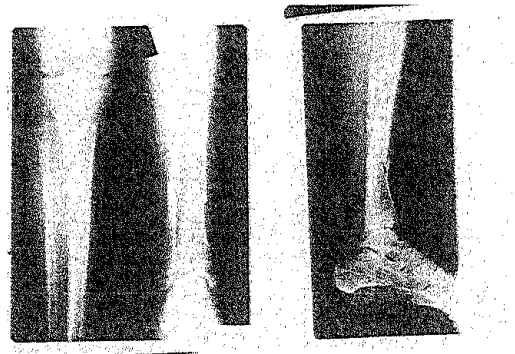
radiographie du tibia
